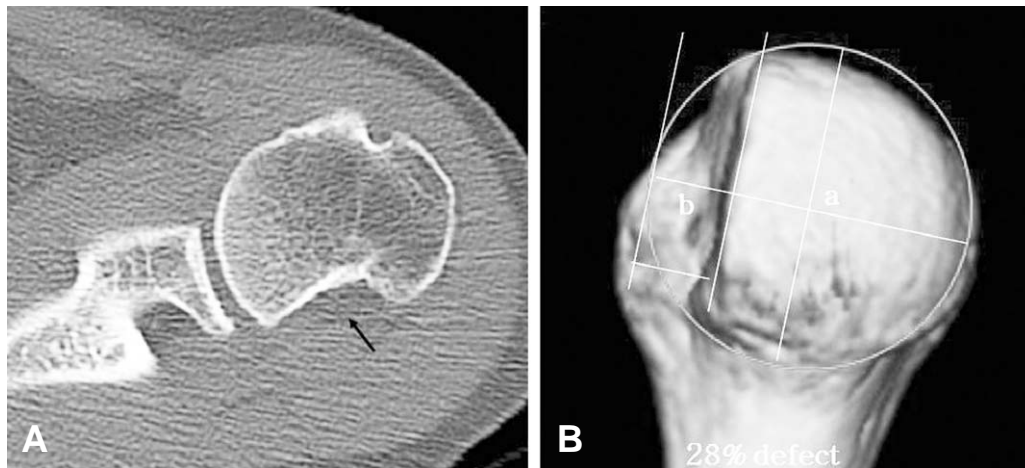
(A) Axial view of computerized tomographic scan shows the large size of the defect. (B) 3D CT scan determines the extent of defect of humeral head.
